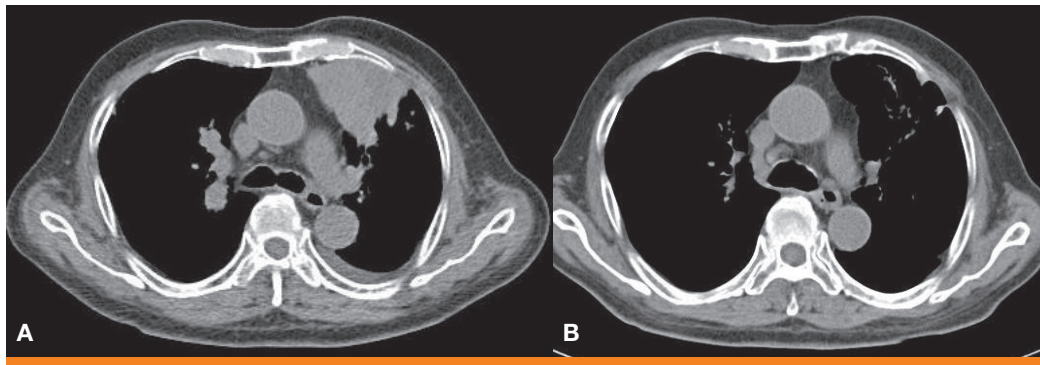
Chest CT scan shows (A) Focal consolidation in the left upper lobe (1st day of admission). (B) Nearly resolved lesions (21 days of treatment).
